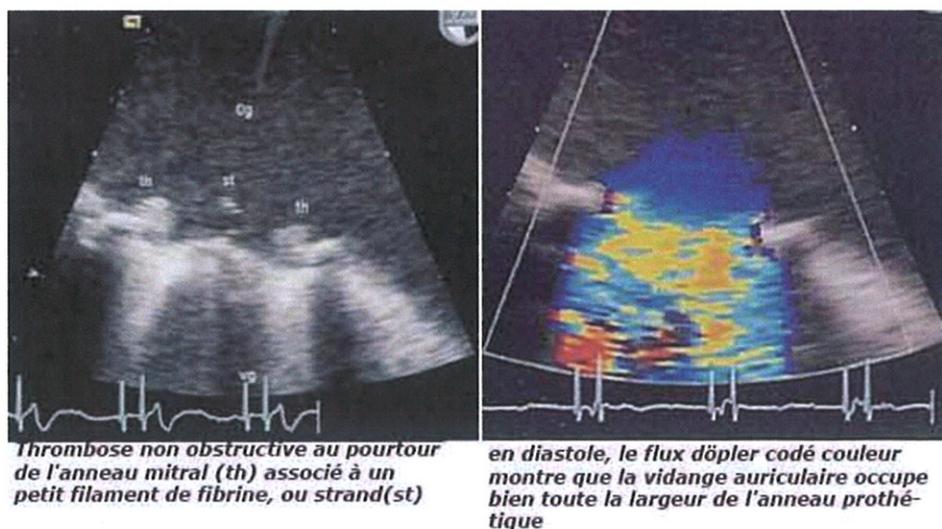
Images échocardiographiques de thrombose non obstructive en mode bidimensionnel puis doppler couleur
